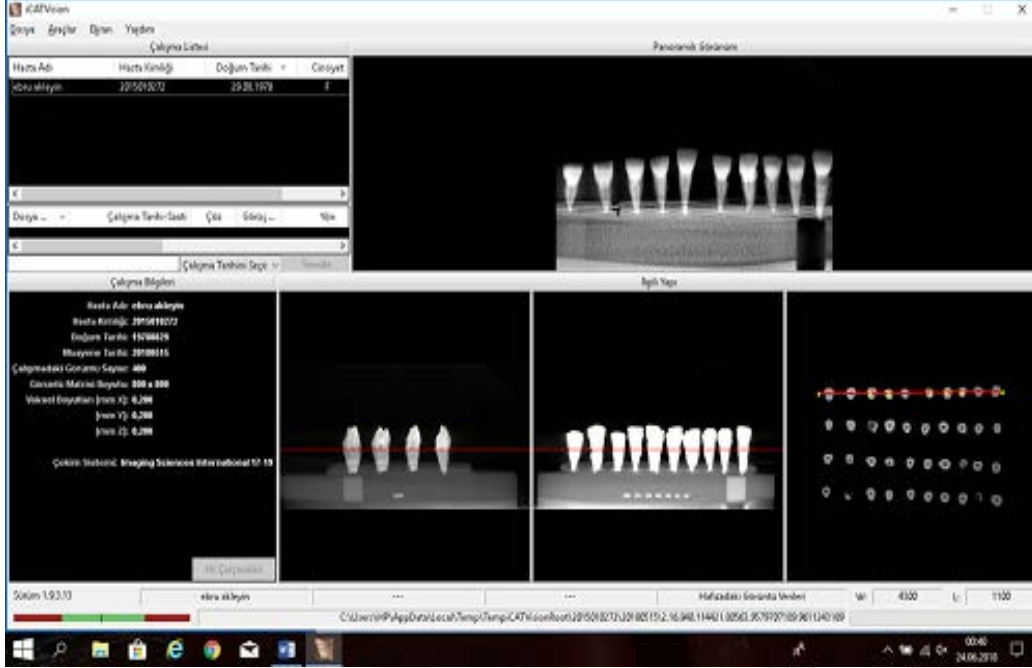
Üç boyutlu konik ışınli bilgisayarlı tomografi cihazı (i-CAT Imaging Sciences International, Hatfield, Pa USA)
